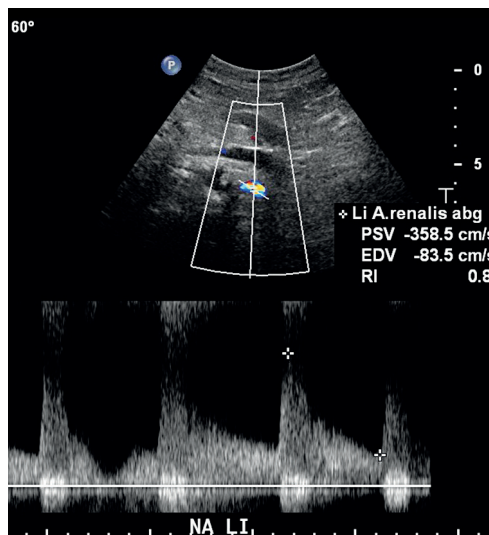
Präinterventionelle Duplexsonografie der A. renalis sinistra mit deutlich erhöhten Flussgeschwindigkeiten, formal einer > 70%-igen Stenose entsprechend. (PSV = Peak-systolic-velocity, EDV = End-diastolic-velocity, RI = Resistive Index).
